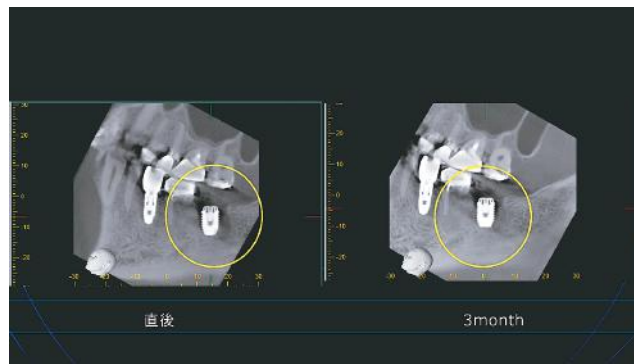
埋入直後と3か月後のCT像で骨再生を確認した。
